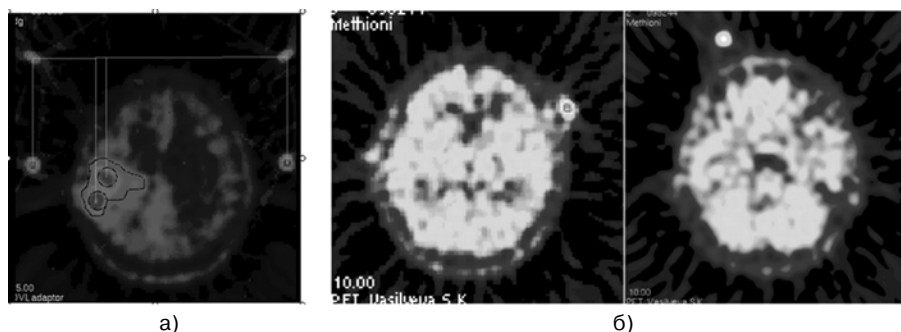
Стереотаксическая подготовка на ПЭТ с радиоактивными локализаторами: а) подготовка с активированным диагональным локализатором манипулятора «НИЗАН-М»; б) стереотаксическая подготовка с активированным точечным локализатором манипулятора «ОРЕОЛ»
